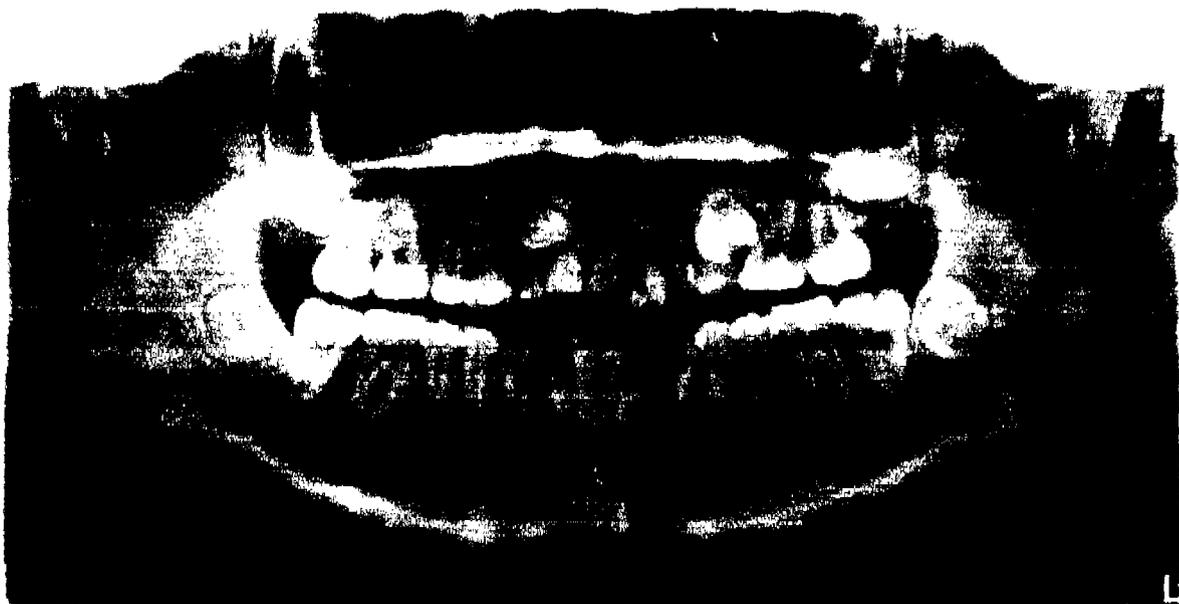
Ortopantomografía correspondiente a paciente masculino, con el canino impactado de acuerdo a la posición y a la resorción radicular que esta causando a los 11 y 12.
